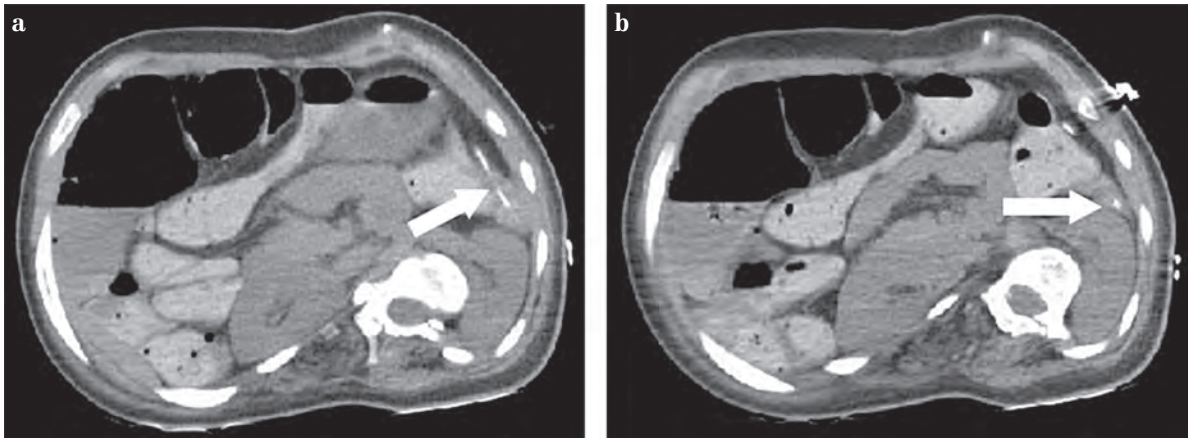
Computed tomography scan of the abdomen
